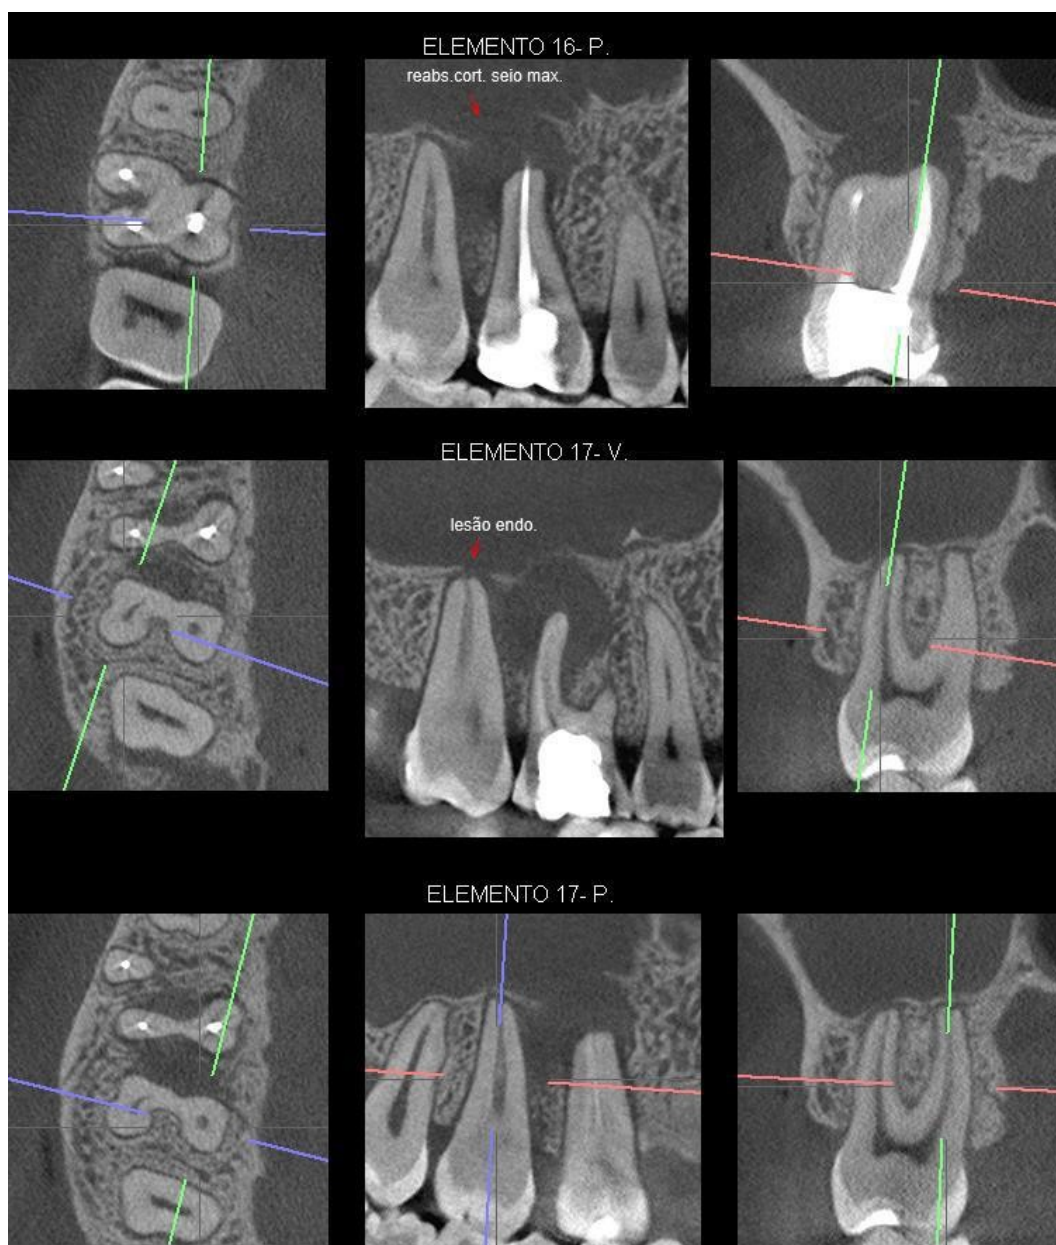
Radiotransparência óssea periapical extensa nos dentes 16 e 17.
